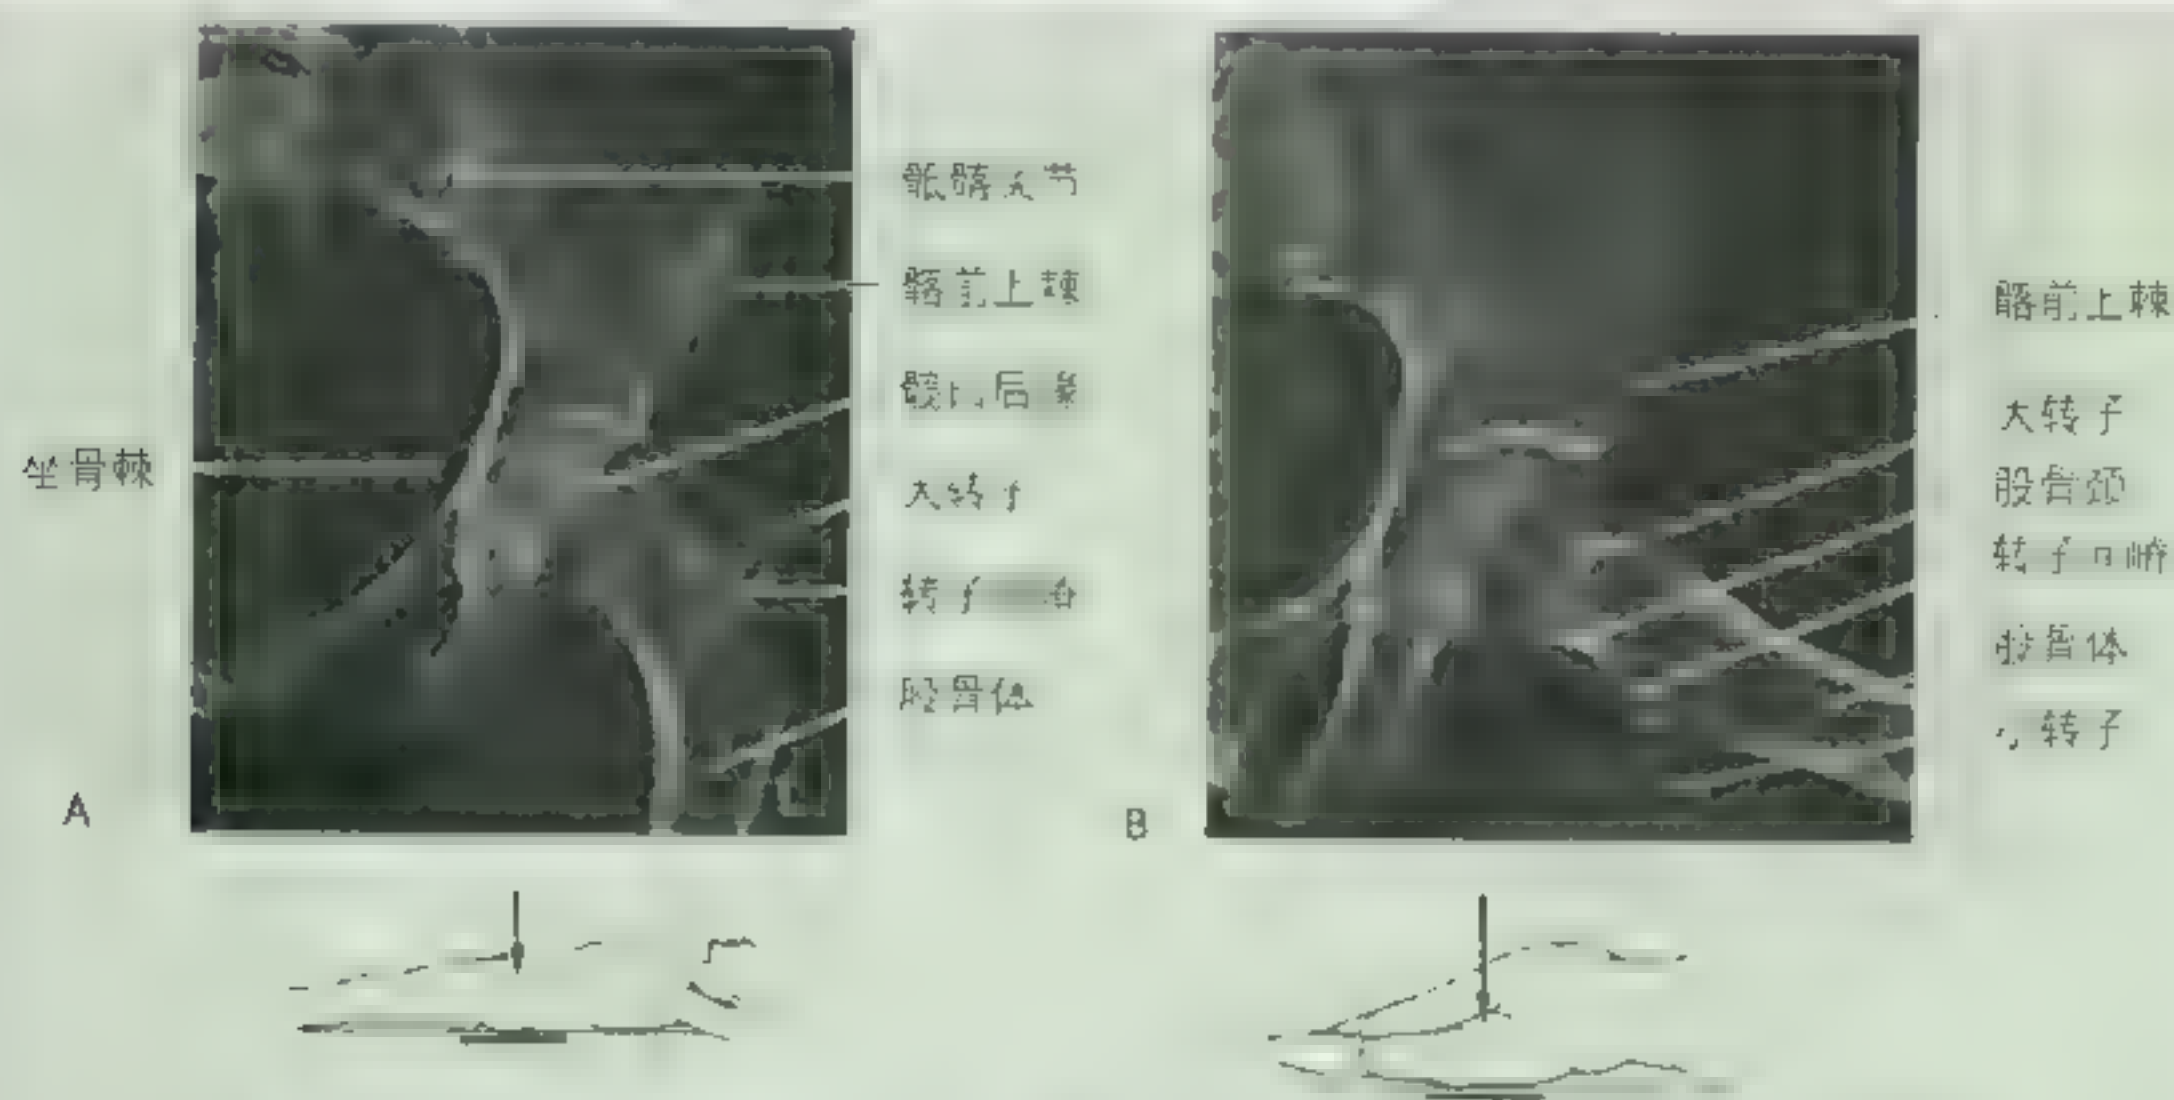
正常髋关节 X 线平片 A. 左髋关节前后位 X 线平片。在股骨上可观察到股骨头、股骨颈、大转子、转子间嵴和股骨体。在髌骨上可观察到髌臼月状面、髌臼后缘、髌前上棘、髌骨棘和髌髌关节 B. 右大腿外展，可观察到髌臼窝、髌前上棘、股骨头、股骨颈、大转子、小转子、转子间嵴和股骨体
